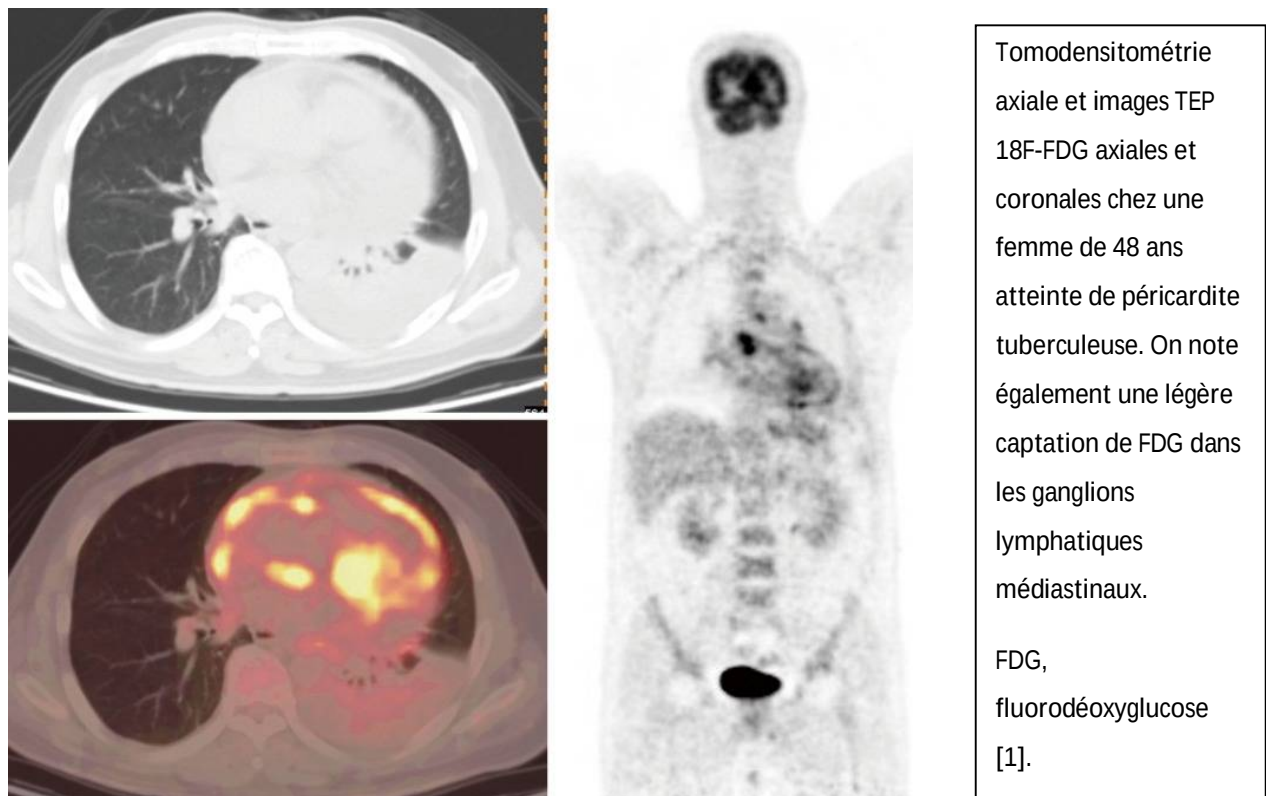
Tomodensitométrie axiale et images TEP 18F-FDG axiales et coronales chez une femme de 48 ans atteinte de péricardite tuberculeuse [1].
